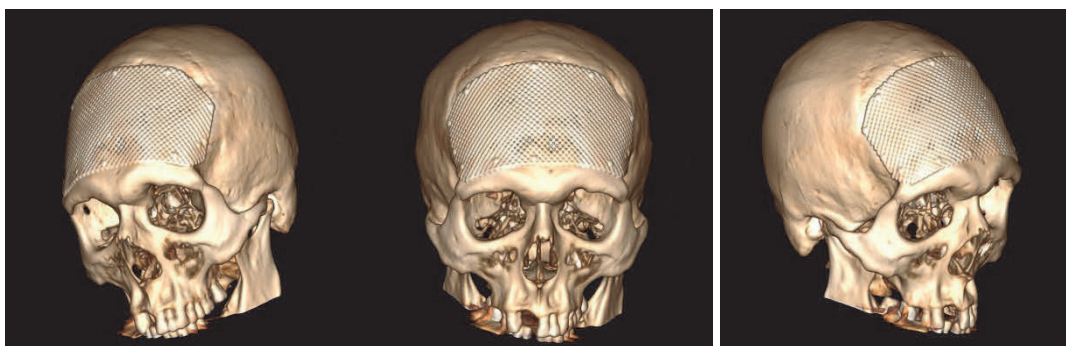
МСКТ в 3D-реконструкции черепа пациента (послеоперационный контроль), корректное положение сетчатого титанового имплантата
